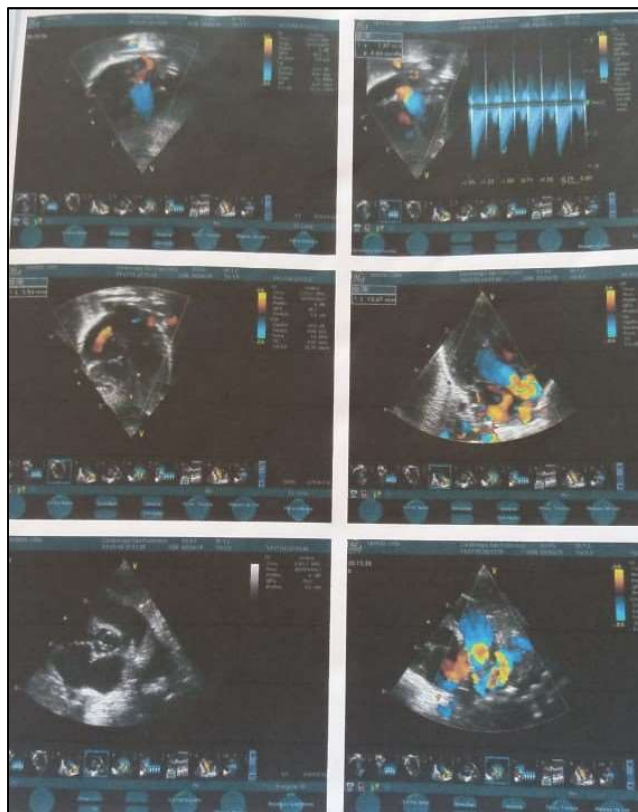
O ecocardiograma realizado no recém-nascido no primeiro dia de vida evidenciou válvula aórtica bicúspide com insuficiência mínima, canal arterial permeável e forame oval.
